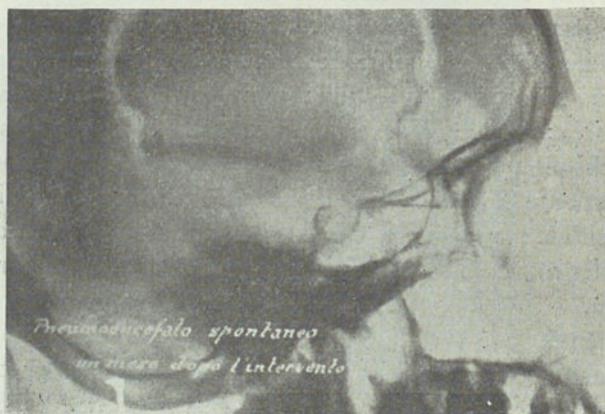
Radiografia de perfil, feita um mês após a intervenção.
